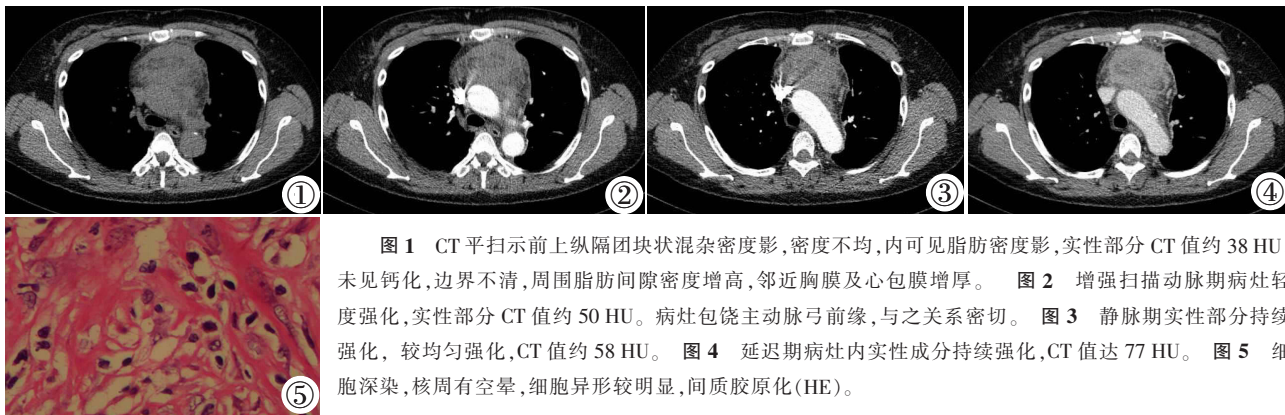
CT平扫示前上纵隔团块状混杂密度影,密度不均,内可见脂肪密度影,实性部分CT值约38 HU,未见钙化,边界不清,周围脂肪间隙密度增高,邻近胸膜及心包膜增厚。图2 增强扫描动脉期病灶轻度强化,实性部分CT值约50 HU。病灶包绕主动脉弓前缘,与之关系密切。图3 静脉期实性部分持续强化,较均匀强化,CT值约58 HU。图4 延迟期病灶内实性成分持续强化,CT值达77 HU。图5 细胞深染,核周有空晕,细胞异形较明显,间质胶原化(HE)。
